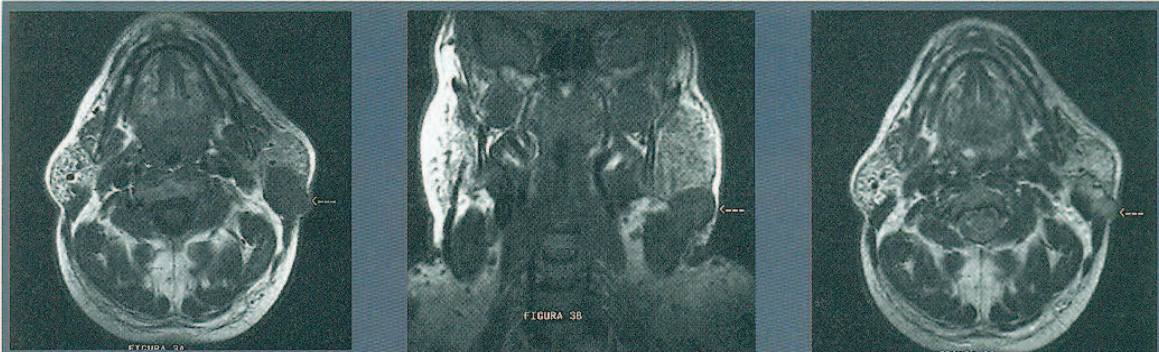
Imagen por resonancia magnética de carcinoma espinocelular de parótida izquierda. A: plano axial. Secuencia ponderada T₁; B: plano coronal. Secuencia ponderada T₁; C: plano axial. Secuencia ponderada T₂.
